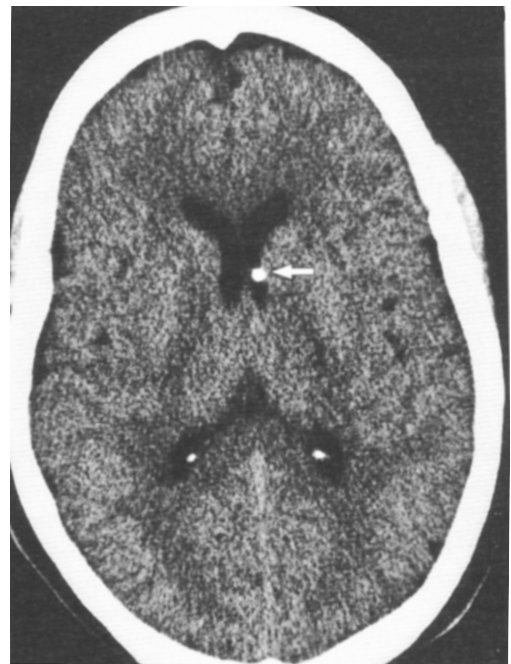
Компьютерная томограмма головного мозга: видна гиперденная зона кальцификации мозга вокруг инактивного цистицерка (указано стрелкой).
